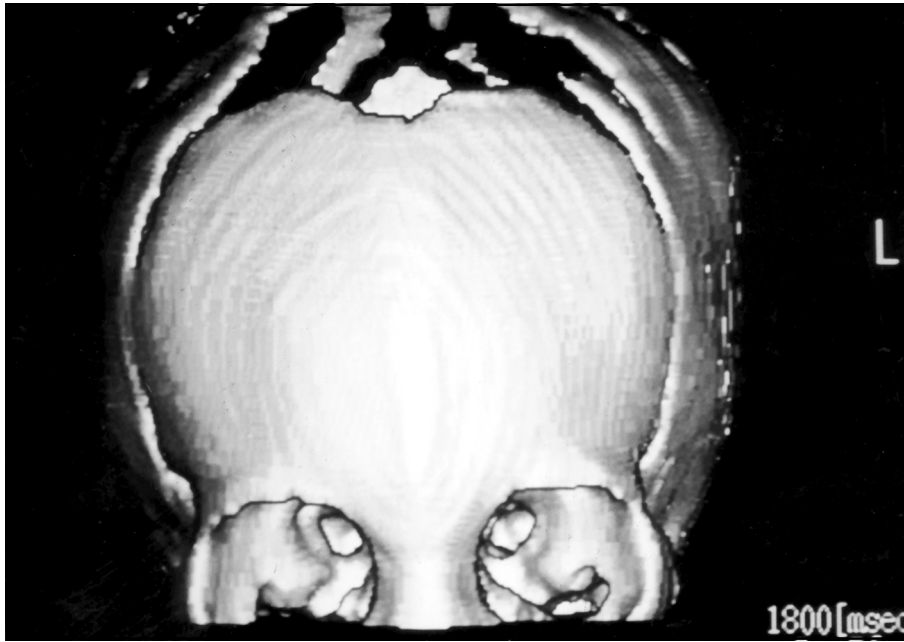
Tomografia computadorizada craniana, com reconstrução óssea tridimensional.
